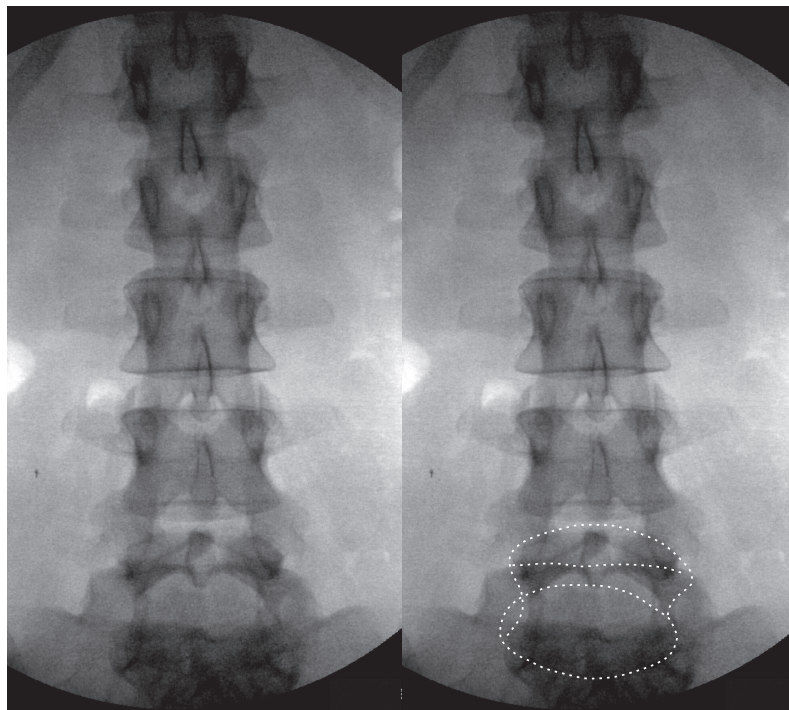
Paire de radiographies antéropostérieures du rachis lombal. Sur la droite, le contour du corps vertébral de L5 a été tracé.
